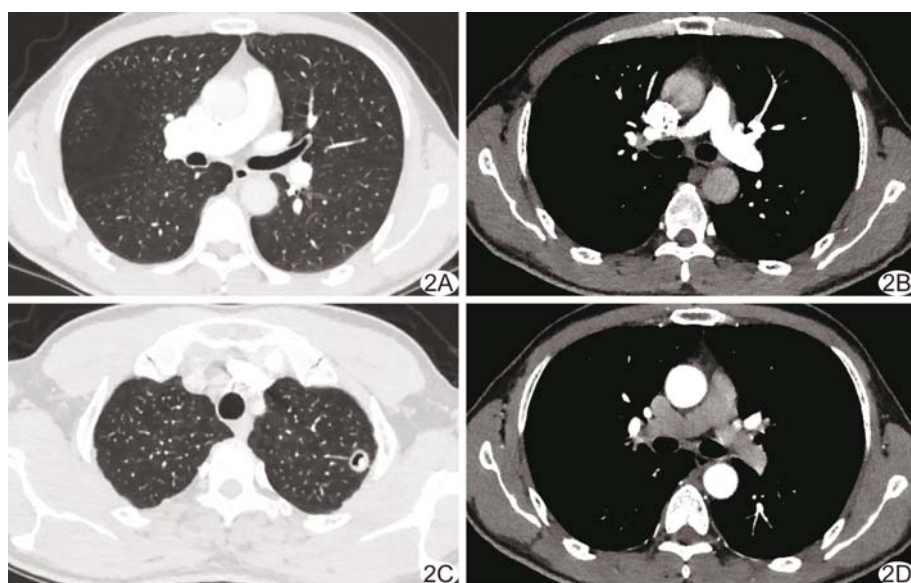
B 组病例,男,57 岁,左肺上叶胸膜下结节灶 A. PA 期肺窗图像,图像质量 4 分; B. PA 期纵隔窗图像,肺动脉主干 CT 值为 814.6 HU,主动脉 CT 值为 80.5 HU,图像质量 4 分,血管显示优良率 1 级; C. BA 期肺窗图像,图像质量 4 分; D. BA 期纵隔窗图像,肺动脉主干 CT 值为 102.6 HU,主动脉 CT 值为 669.6 HU,图像质量 4 分,血管显示优良率 1 级
